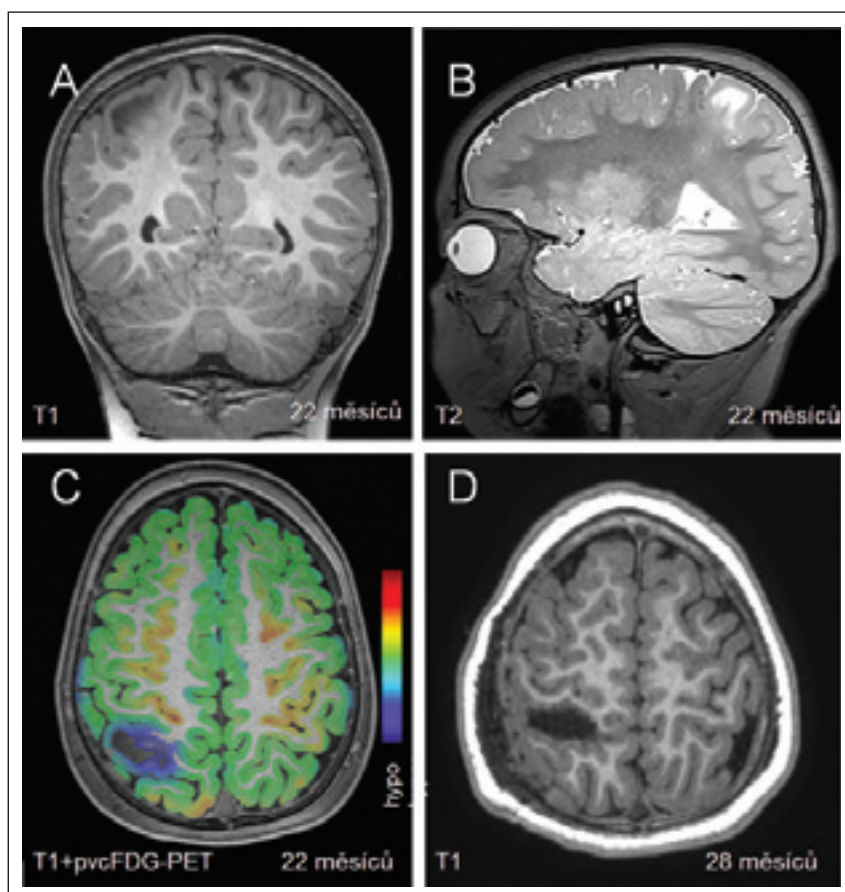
Pacient P3 z obr. 1 rozvinul farmakorezistentní epilepsii v 18 měsících věku. Stav se přechodně stabilizoval (pokles frekvence z 18 fokálních motorických záchvatů s postiktální Toddovou parézou levé ruky na 3 denně) na trojkombinaci protizáchvatové medikace. MR mozku (A, B, D) odhalila fokální kortikální dysplázií typu IIb v centrální oblasti pravé hemisféry s fokálním hypometabolismem na vyšetření FDG-PET (C). Úzký vztah k centrálnímu sulku vyžadoval intenzivní intraoperační monitorování motorických funkcí. Pacient byl dimitován šestý pooperační den bez parézy i záchvatů.
